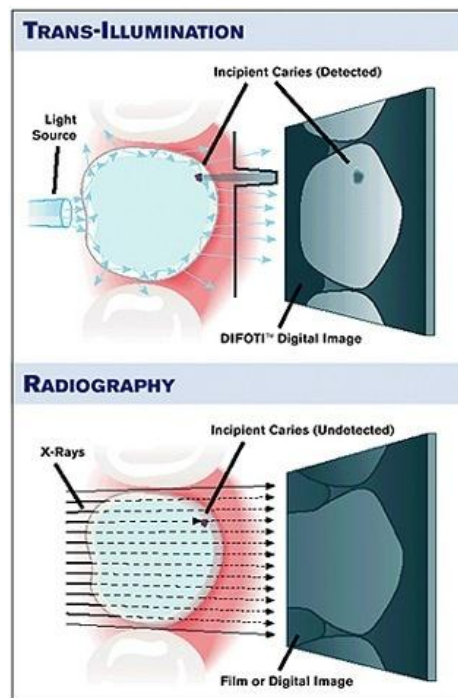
Difference des images obtenus entre le DIFOTI et la radiographie.
